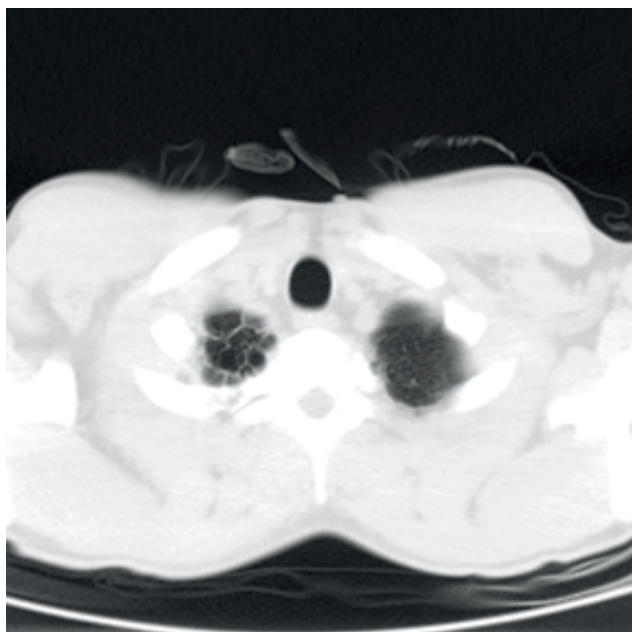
КТ ОГК от 10.05.2016 г. В срезах – буллёзные изменения на верхушке правого лёгкого в области послеоперационных фиброзных изменений (после буллэктомии).
